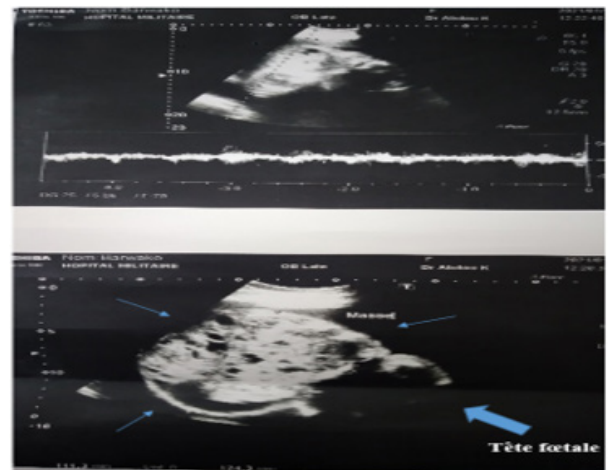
Aspect échographique (tumeur et tête du fœtus) à 26 SA
